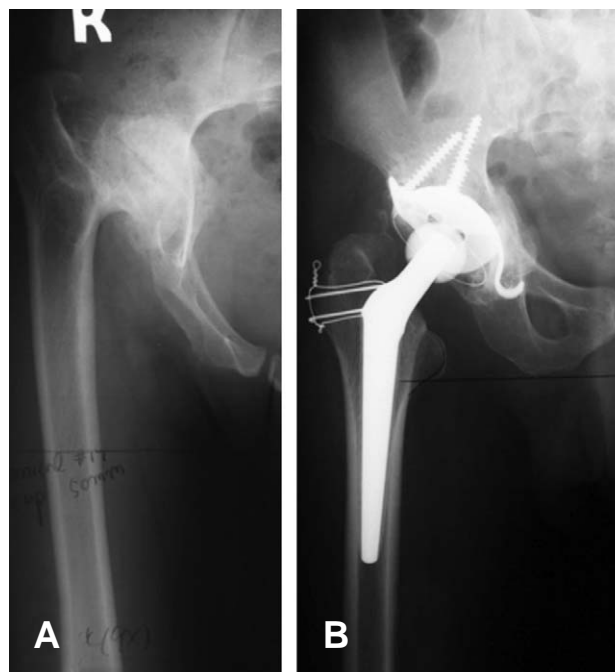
(A) Preoperative radiograph of a 28-year-old man shows Crow type III dysplasia. (B) 11 month postoperative radiograph shows the medialized the rotating hip center with acetabular reinforcement ring with hook.
